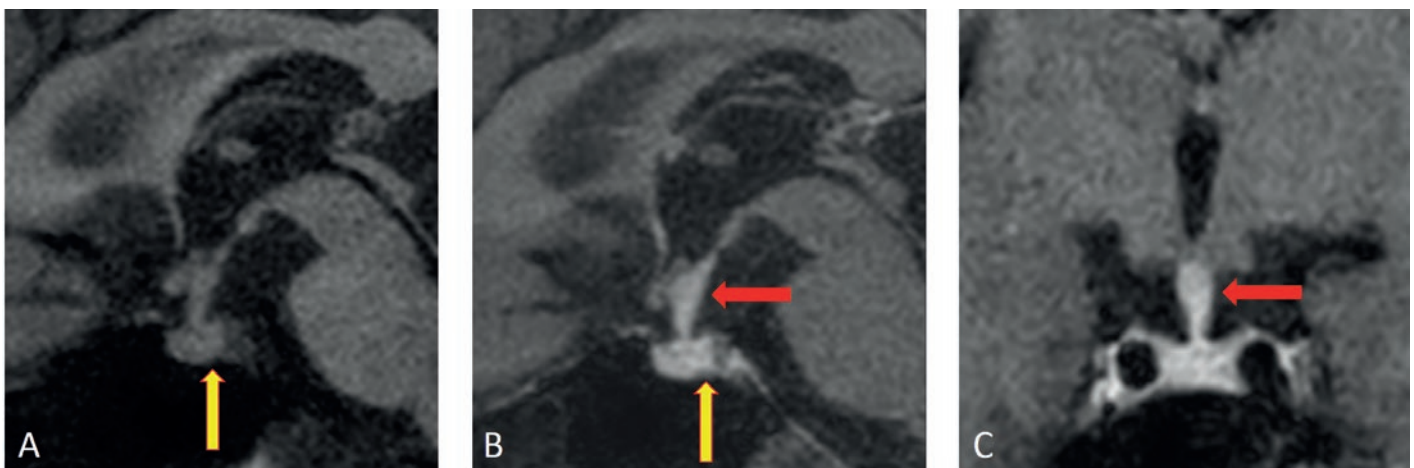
Magnetresonanztomographische Befunde mit und ohne Kontrastmittel bei Infundibulohypophysitis. A) T1-Gewichtung, sagittal, nativ: fehlendes hyperintenses Hinterlappensignal (gelber Pfeil). B) T1-Gewichtung, sagittal, mit Gadolinium: verbreiteter Hypophysenstiel mit verstärkter Kontrastmittelanreicherung (roter Pfeil) und Neurohypophyse mit verstärkter Kontrastmittelanreicherung (gelber Pfeil). C) T1-Gewichtung, coronar, mit Gadolinium: verbreiteter Hypophysenstiel mit verstärkter Kontrastmittelanreicherung (roter Pfeil).
